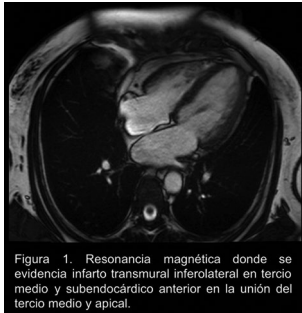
Resonancia magnética donde se evidencia infarto transmural inferolateral en tercio medio y subendocárdico anterior en la unión del tercio medio y apical.
